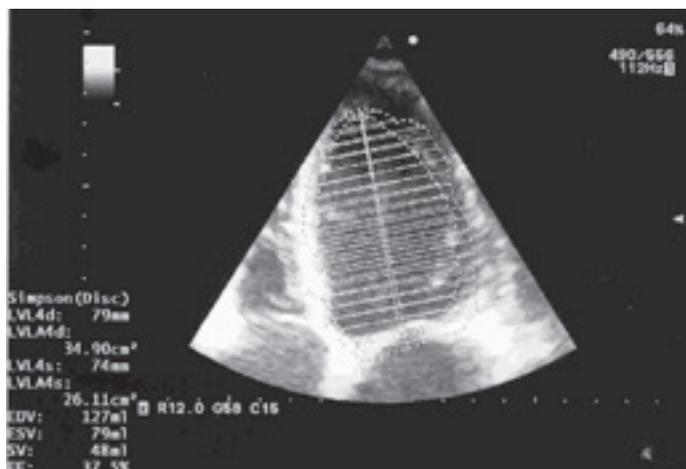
Ecocardiograma proyección apical 4 cámaras: Dilatación ventricular izquierda con hipoquinesia global y disfunción ventricular (FEVI \approx 37-40%).
